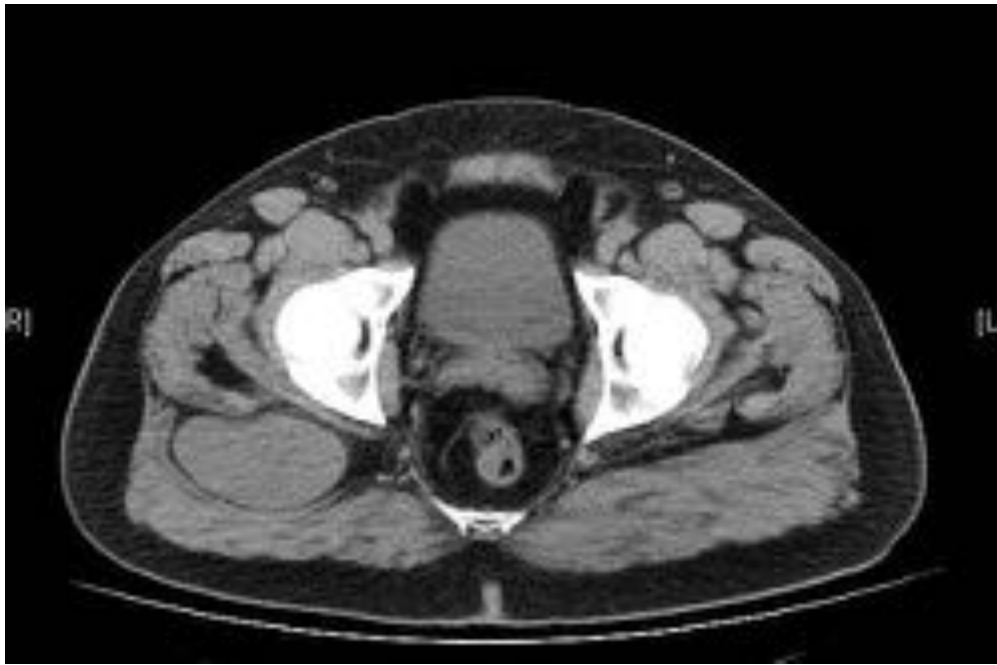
TC axial sin contraste: masa de partes blandas, de 10,2 cm, entre la musculatura glútea, isodensa de forma homogénea.
